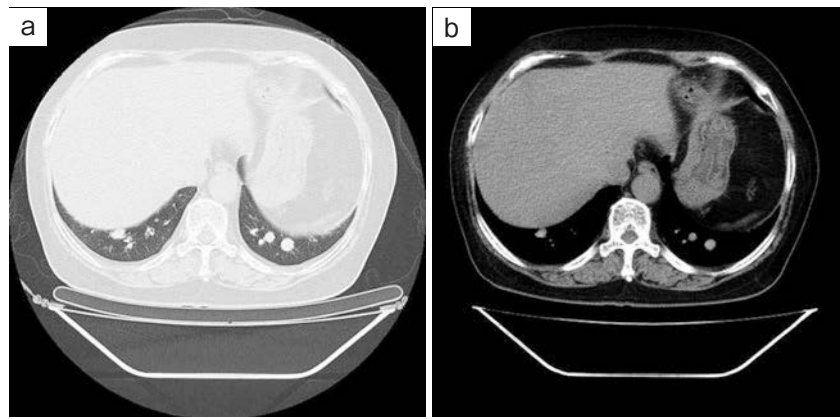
CT findings. (a) Chest CT revealed mucous plugs in bilateral lower lung fields. (b) Chest CT was obtained using a soft-tissue window; mucus plugs showed high-attenuation mucus with CT density values of >70 HU.
